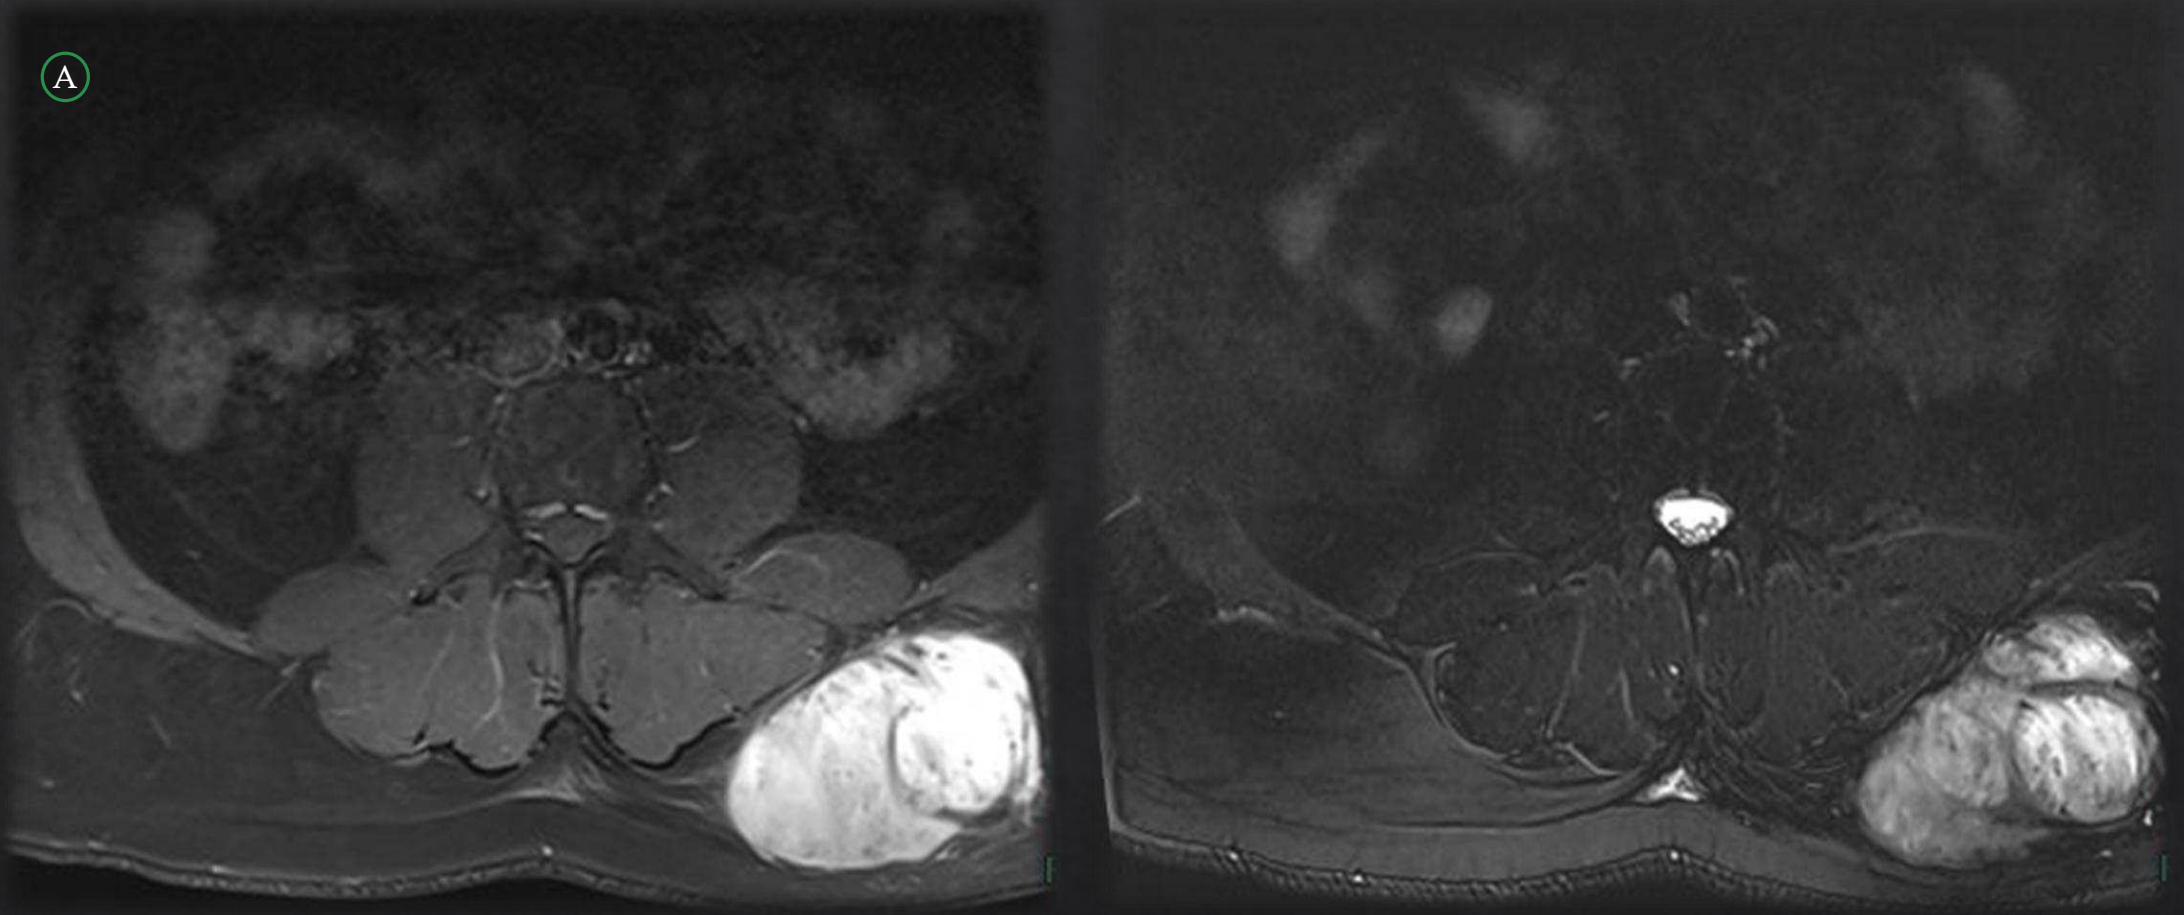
Caso 2. A: RM Abdominopélvica con secuencias T1 y T2 TSE FS.
